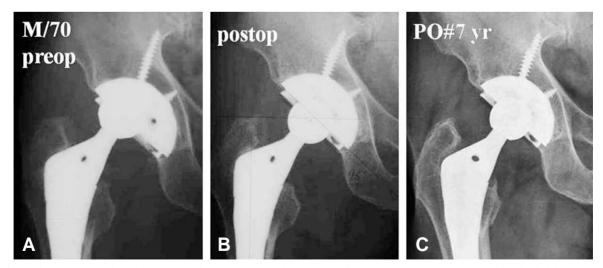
A 70-year-old male. (A) Preoperative anteroposterior (AP) radiography, taken at 5 years after the initial operation, demonstrated dislodging of the polyethylene liner and osteolysis around the acetabular cup. (B) Postoperative AP radiography. Polyethylene insert and head were changed. Osteolytic lesion was curetted and filled with bone graft. (C) AP radiography taken at 7 years after bone graft showed complete incorporation of the grafted bone to the host bone.
